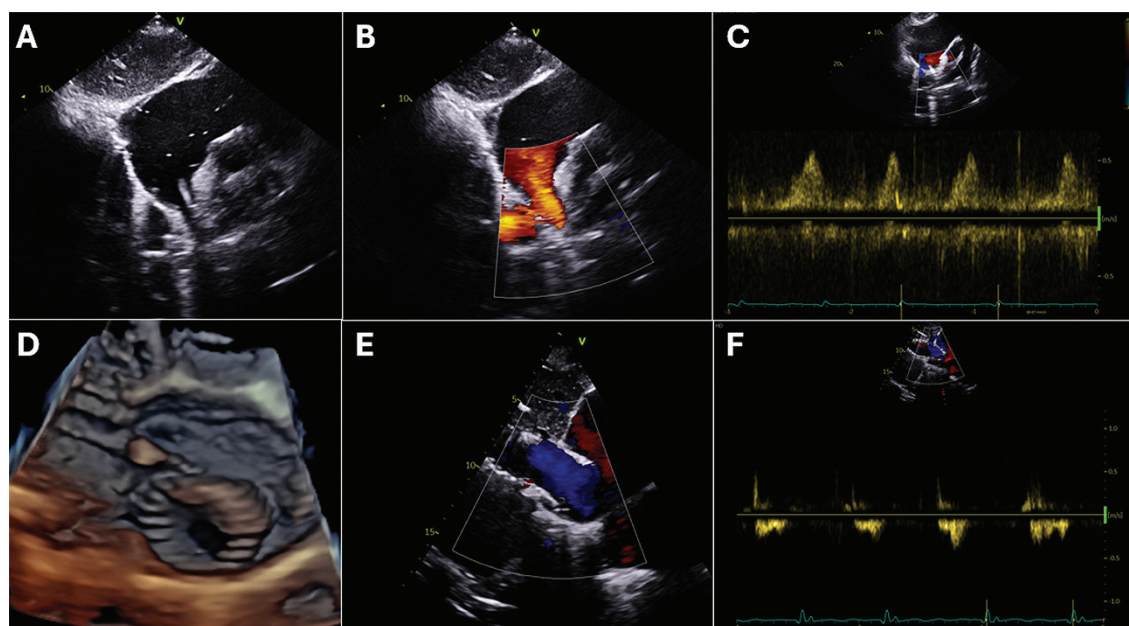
Avaliação da TricValve após implante pelo ETT. (A) Visualização da prótese da cava superior pela janela subcostal. (B) Doppler colorido com fluxo anterógrado pela prótese da cava superior. (C) Doppler pulsátil do fluxo através da prótese da cava superior. (D) Imagem tridimensional da prótese da cava inferior demonstrando a protusão de 1,5 cm no átrio direito. (E) Doppler colorido com fluxo anterógrado pela prótese da cava inferior. (F) Doppler pulsátil do fluxo através da prótese da cava superior.
